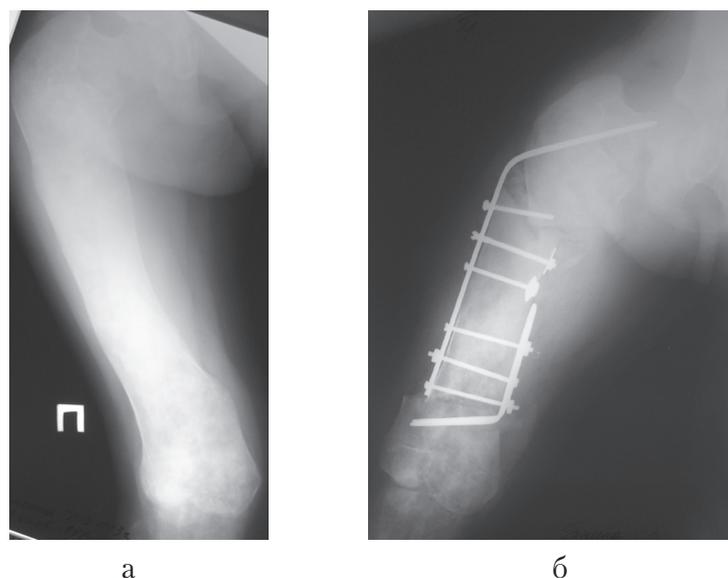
Больная Г., 10 лет, полиоссальная фиброзная дисплазия: а – рентгенограмма правого бедра до операции; б – рентгенограмма правого бедра в день операции.
